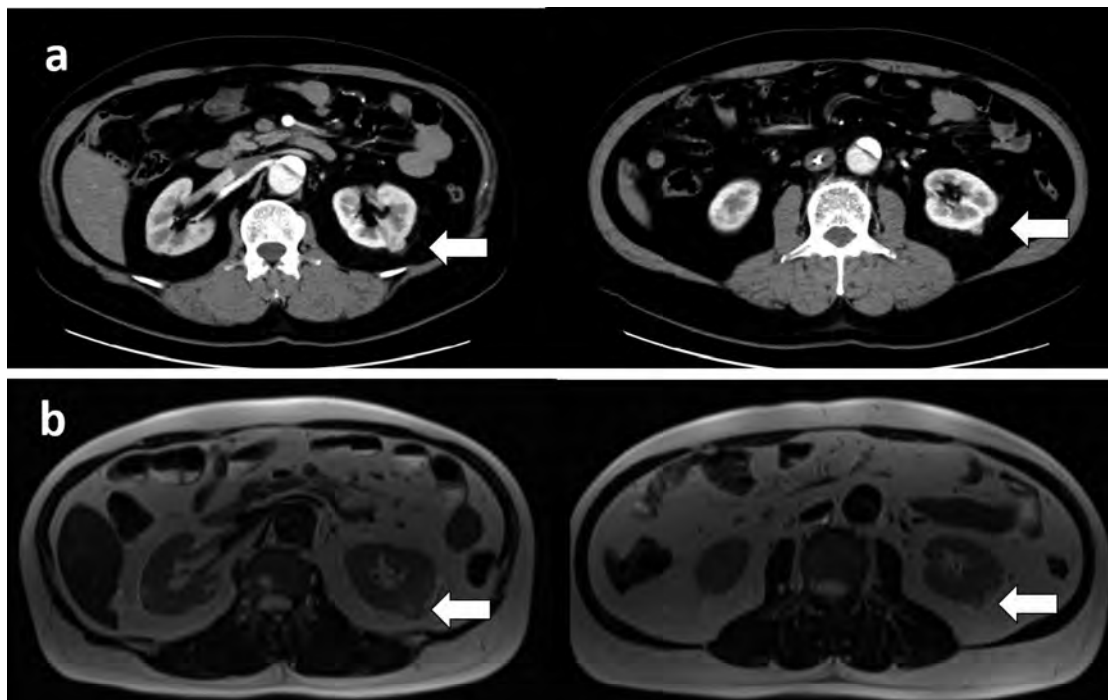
a: Contrast-enhanced computed tomography (arterial phase) for case 2 shows the presence of two left renal tumors (arrow). b: MRI (T2-weighted imaging) shows the existence of two left renal tumors (arrow).
